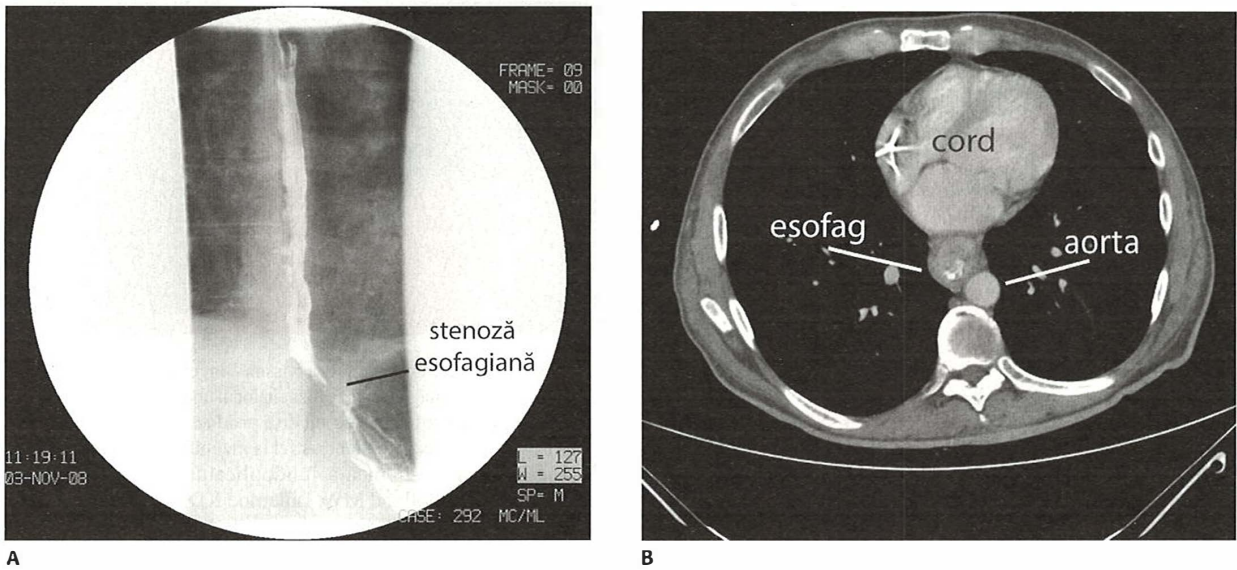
A. Tranzit baritat. B. Secțiune tomografică corespunzătoare care ilustrează un cancer esofagian distal.
